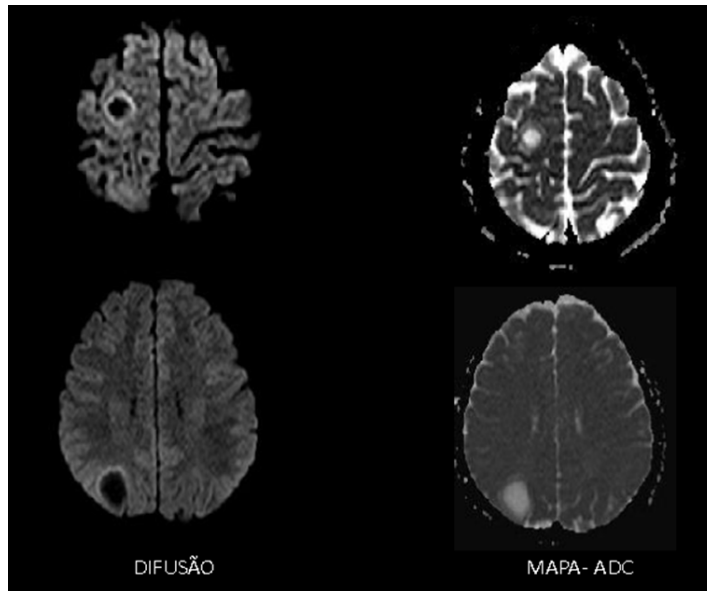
RM de crânio apresentando restrição periférica à movimentação livre das moléculas da água.
